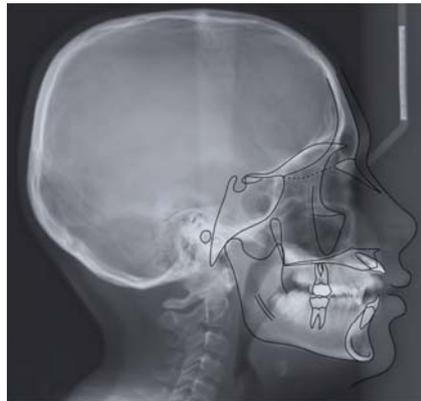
Téléradiographie de profil effectué en début de traitement (Document personnel d'après Bousquet).
